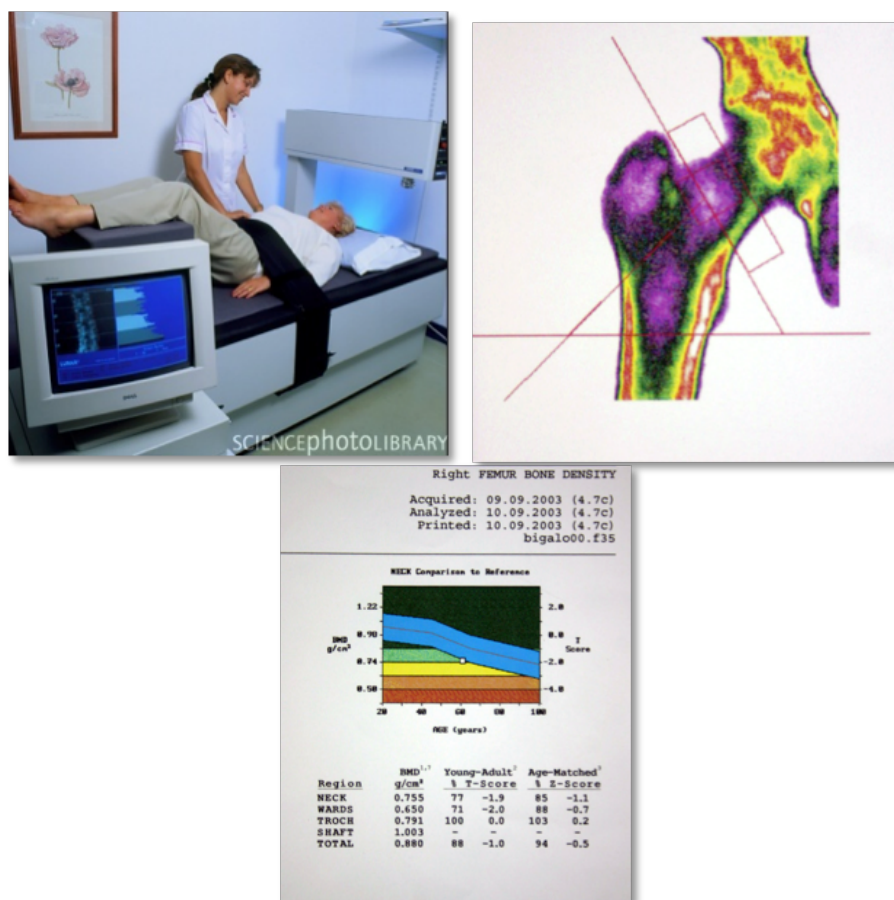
a) Exame de densitometria óssea realizado pelo DXA (Dual energy X-ray absorptiometry); b) Resultado obtido pelo DXA da cabeça do fêmur; c) Resultado do exame indicando paciente osteopênica.
